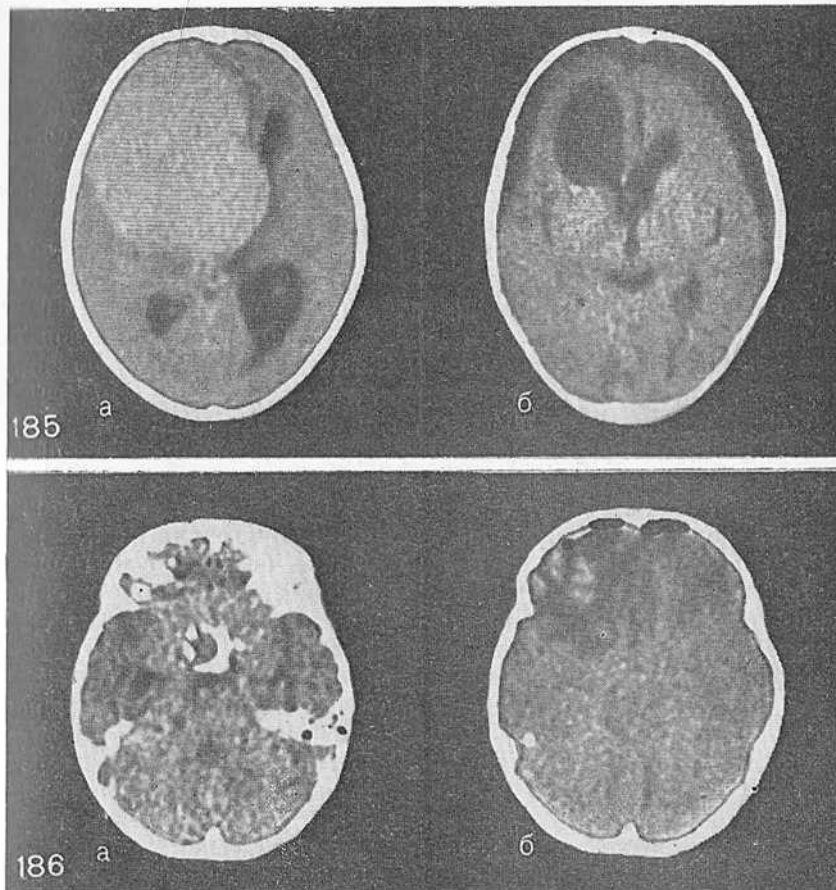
КТ гигантской краниофарингиомы до и после удаления опухоли. а — гигантская краниофарингиома (стебельная форма). Зона нерезко повышенной, однородной плотности занимает III и передние отделы левого бокового желудочка, выходит за его пределы. Правый боковой желудочек смещен вправо, задний рог его расширен. б — КТ после тотального удаления опухоли. Передний рог левого бокового желудочка, из которого удалена опухоль, резко расширен, гидроцефальный III желудочек свободен от опухоли. Зона пониженной плотности сарповидной формы с обеих сторон над поверхностью полушарий мозга обусловлена субдуральным скоплением ликвора.
